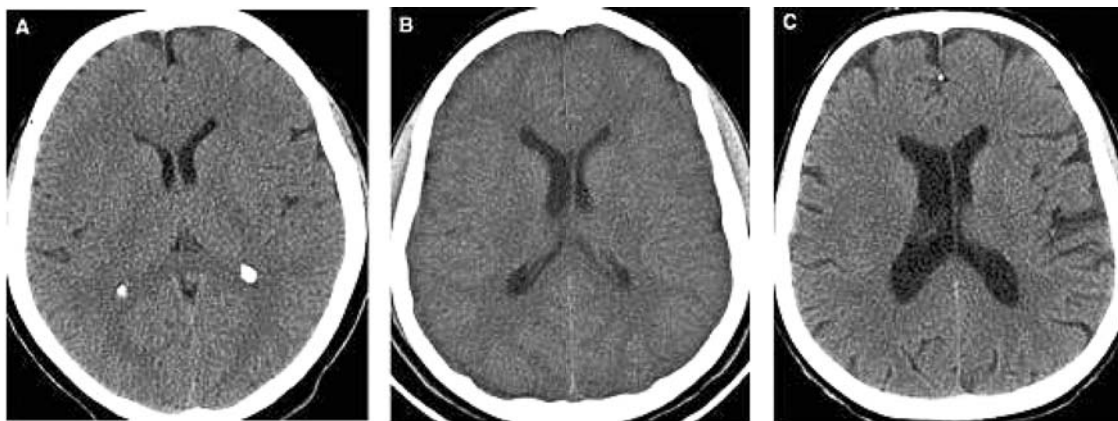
Exemple de asimetrie ventriculară ușoară (A), moderată (B) și severă (C) din: Kiroglu Y. et al. Cerebral lateral ventricular asymmetry on CT: how much asymmetry is representing pathology? *Surg Radiol Anat* 2008, 30:249–255
